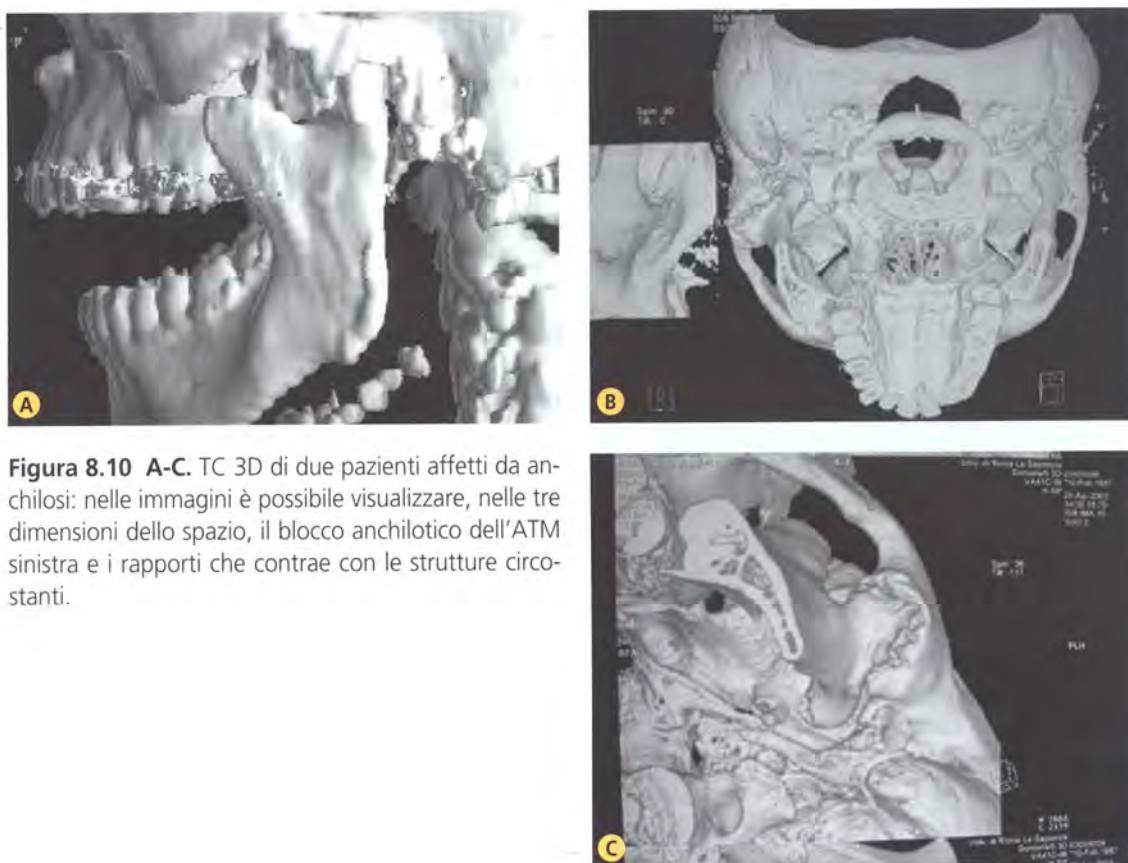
A-C. TC 3D di due pazienti affetti da anchilosi: nelle immagini è possibile visualizzare, nelle tre dimensioni dello spazio, il blocco anchilotico dell'ATM sinistra e i rapporti che contrae con le strutture circostanti.
